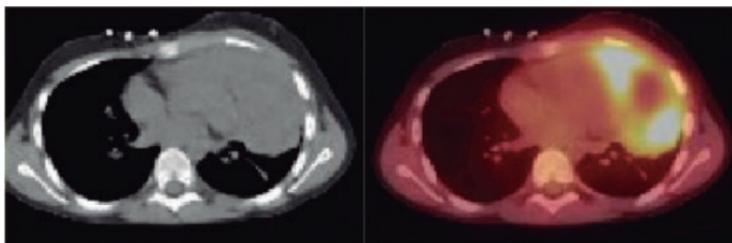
Masa mediastinal en paciente con linfoma de Hodgkin (C.PET)
